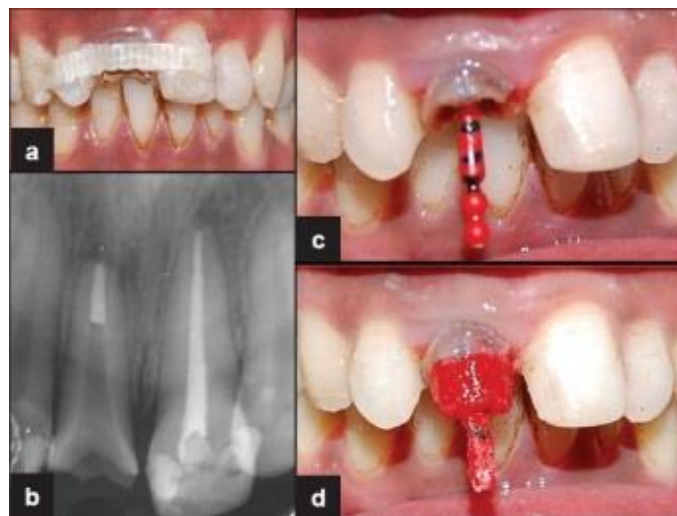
Contenção do movimento usando fibra adesiva (a), radiografia da desobstrução do conduto para moldagem e confecção do pino e núcleo de zircônia (b) moldagem direta do conduto com resina pattern da GC (c) e (d).
